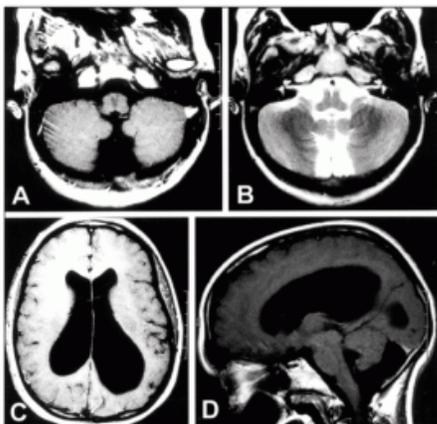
Typical features of Dandy-Walker variant on brain MRI: (A) large fourth ventricle in axial T1-weighted image; (B) small cerebellar vermis in axial T2-weighted image; (C) hydrocephalus in axial T1-weighted image; and (D) dysgenesis of the corpus callosum in sagittal T1-weighted image.
